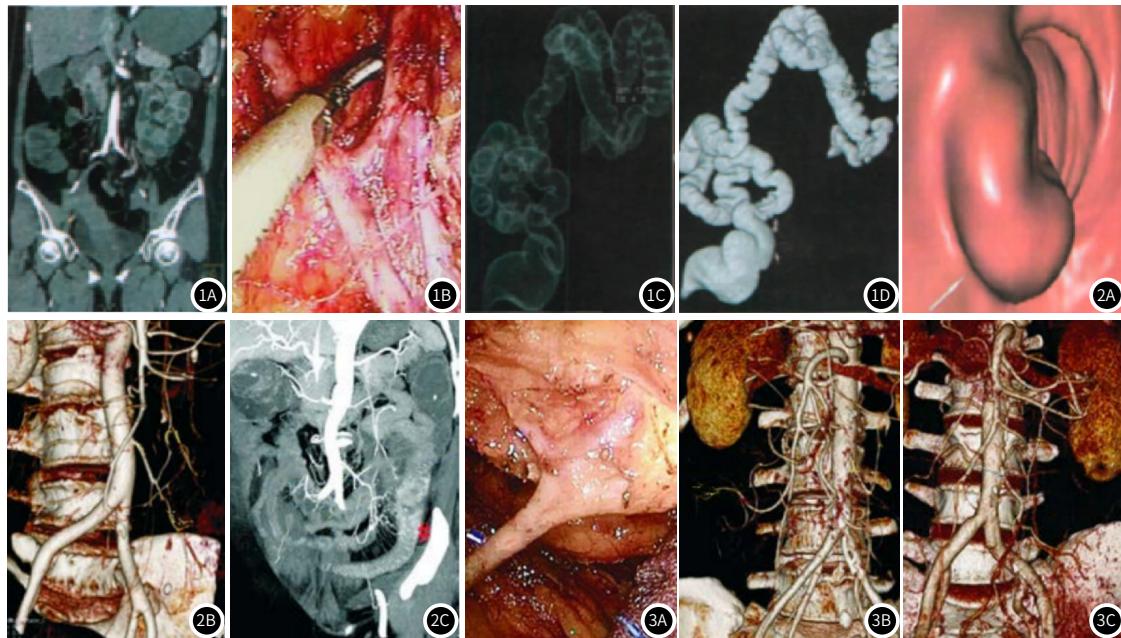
~D 为乙状结肠癌T1期患者的冠状面、Raysum、SSD、CTVC图像, 乙状结肠腔内不规则软组织肿块, 外周脂肪间隙清晰(癌肿位于黏膜下层或固有肌层)。图2A~B 为降乙交界癌患者CT重建图, 能够显示IMA结构; 图2C 为术中分离出IMA各分支按需要结扎。图3A 为IMA分出三支动脉; 图3B~C 肠系膜血管走形。
